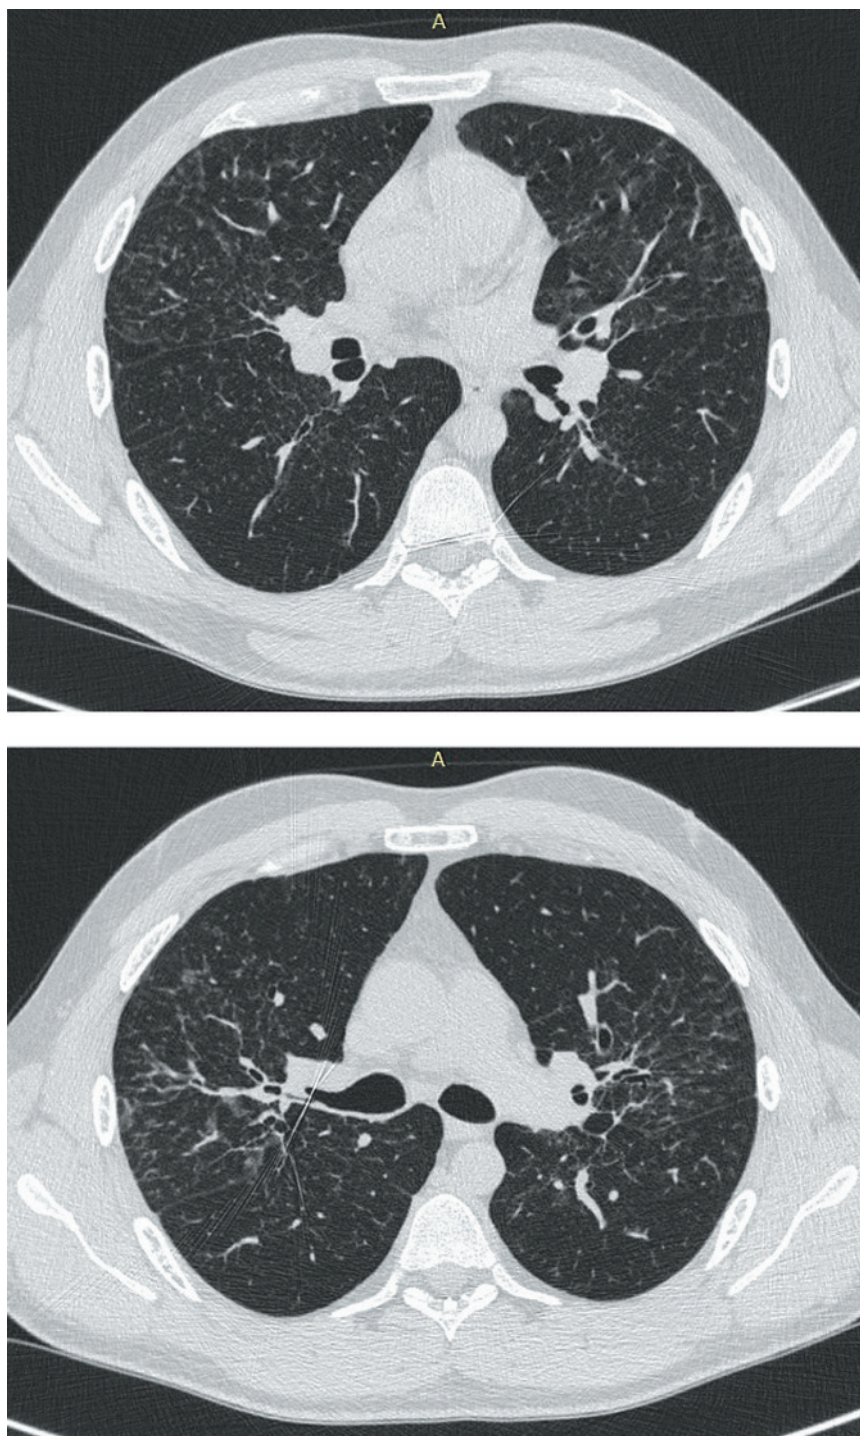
КТ органов грудной клетки в динамике, 2019 год
